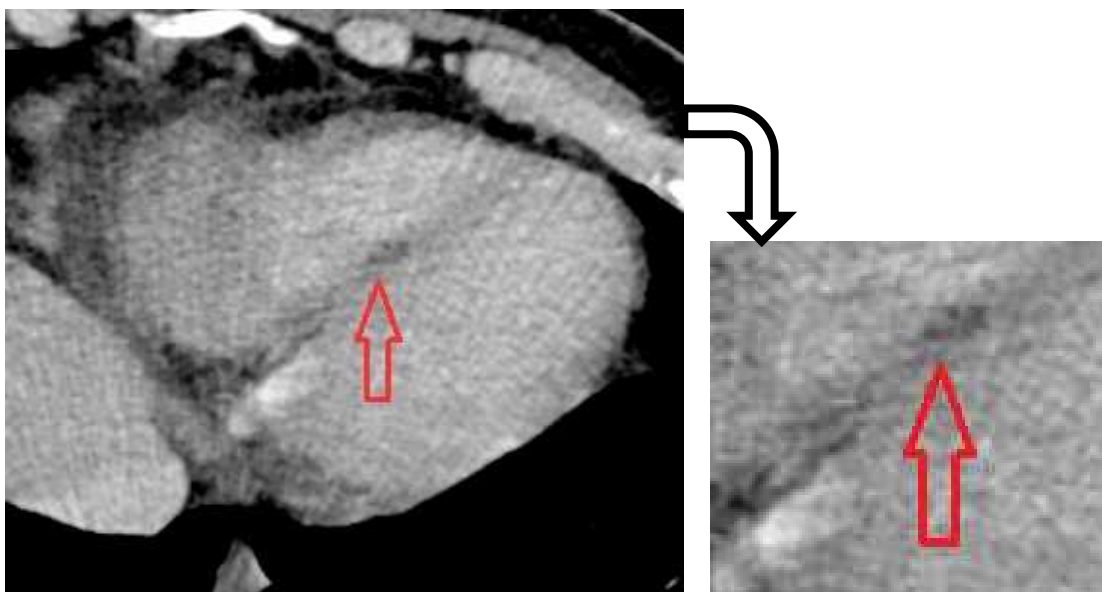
Immagine assiale TC stesso paziente
